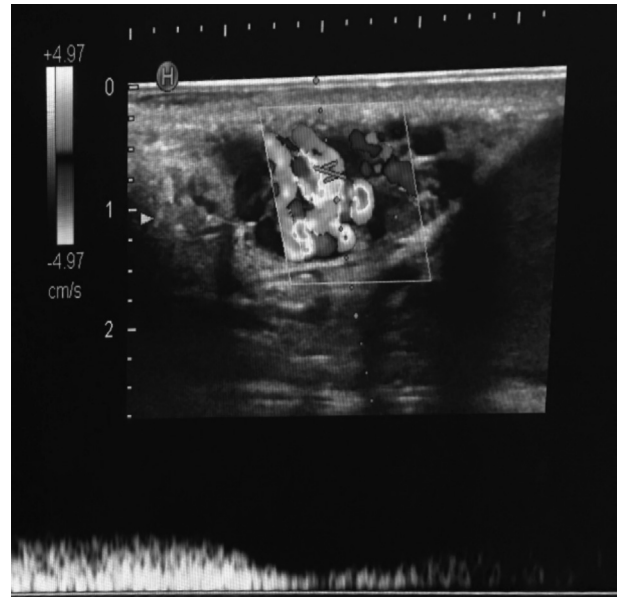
Dilated and refluxive left pampiniform plexus in ultrasonography.
